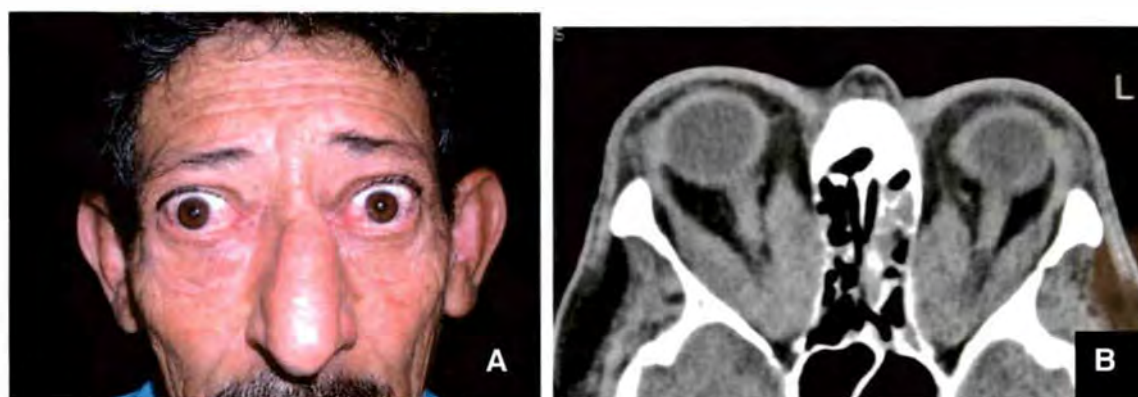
A. Paciente com orbitopatia de Graves - subtipo 2. B. Tomografia computadorizada de órbitas, em corte axial, mostrando o grande aumento da musculatura extra-ocular com compressão do nervo óptico
